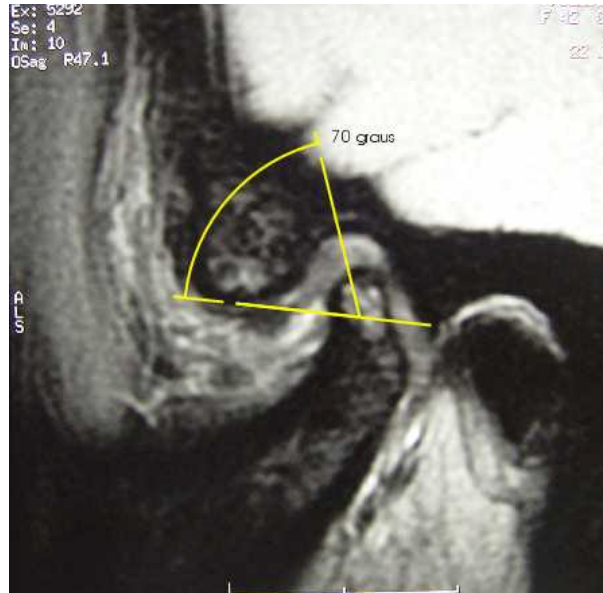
Corte sagital de RM de ATM direita, mostrando a graduação do deslocamento do disco da ATM, de acordo com o ângulo formado por linhas que passam pela borda posterior do disco, eminência articular e tubérculo pós-glenóide (Caso 16). O valor obtido, subtraído de 90, revela a severidade do deslocamento. No exame apresentado, 20° significa deslocamento leve
